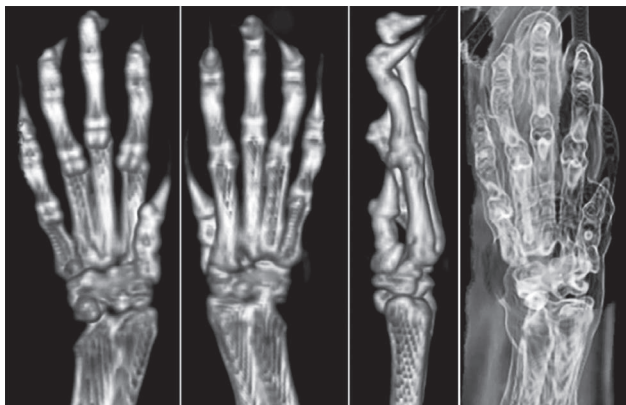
Computed tomography after wrist arthrodesis with OCG at New Zealand rabbit
